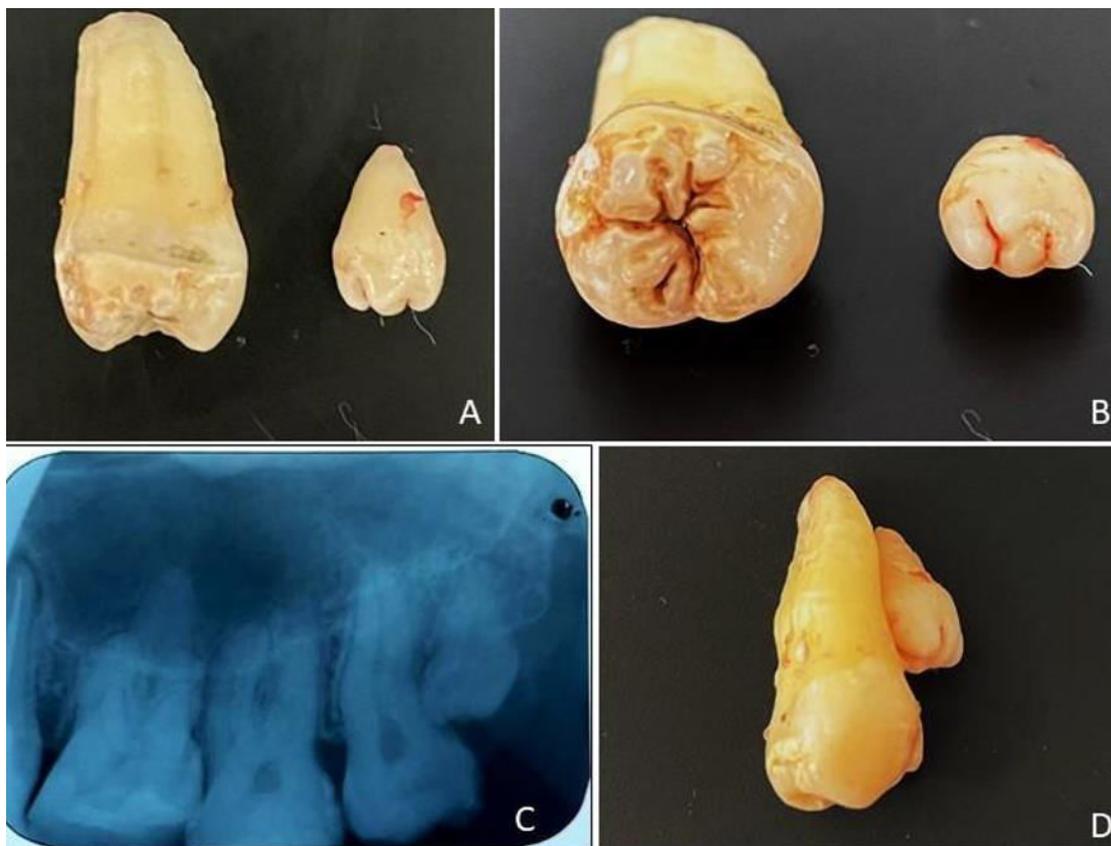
A – Face distal do dente 28 e do supranumerário. B – Vista oclusal. C –Radiografia periapical dos elementos 26, 27, 28 e quarto molar. D Elemento 28 e o supranumerário.
